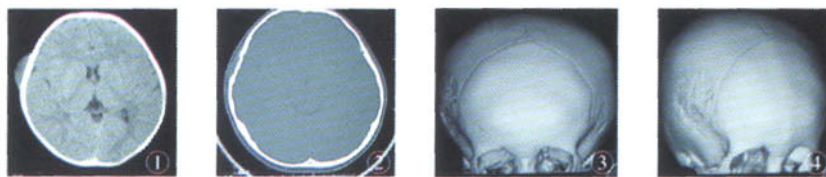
初次发病时右额部 CT 片,提示为软组织肿块;图 2 术后2个月 CT 片,提示右额部肿物复发,颅骨明显受侵;图 3~图 4 术后2个月复发时 CT 重建片,显示颅骨受侵程度及范围
